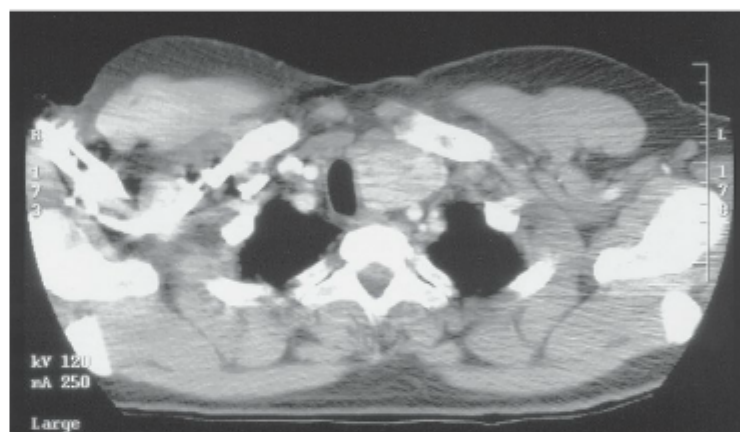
Na TC, achados de massa de 4 cm no lobo esquerdo de um homem de 40 anos sugerem localização infraclavicular ou subesternal. Por fim, a massa demonstrou ser um carcinoma papilífero.
